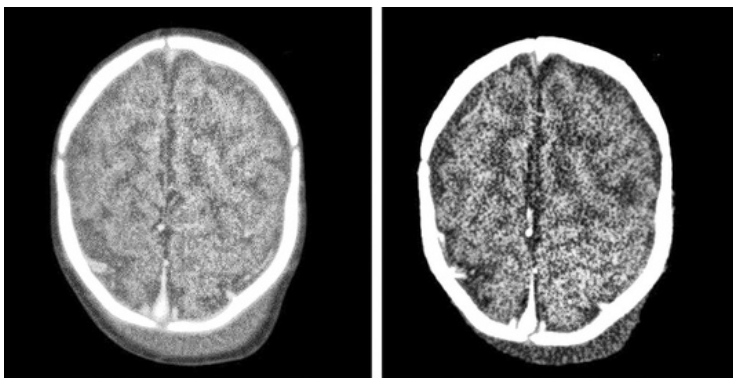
Ишемический инсульт (магнитно-резонансная томограмма; слева — первые сутки, справа — через 2 нед)
